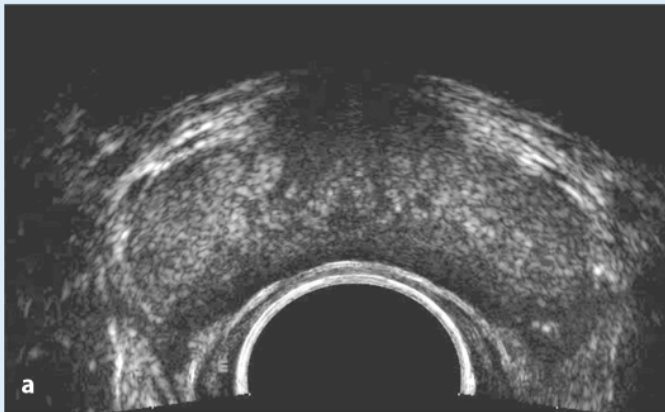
c ◀ B-Bild-harmonic-imaging-Sonographie der Prostata bei einem Patienten mit Verdacht auf Karzinom und Bestimmung der Zeit-Intensitäts-Kurve. a Die kontinuierliche B-Bild-harmonic-imaging-Sonographie zeigt kein suspekt anreichern des Areal. b Zeit-Intensitäts-Kurve von der rechten Seite: Die maximale Kontrastmittelanflutung ist relativ niedrig. c Zeit-Intensitäts-Kurve von der linken Seite: Die maximale Kontrastmittelanflutung ist deutlich höher mit einer rascheren Kontrastmittelanflutung und auch Kontrastmittelauswaschung. Die Biopsie detektierte ein linksseitiges Karzinom
